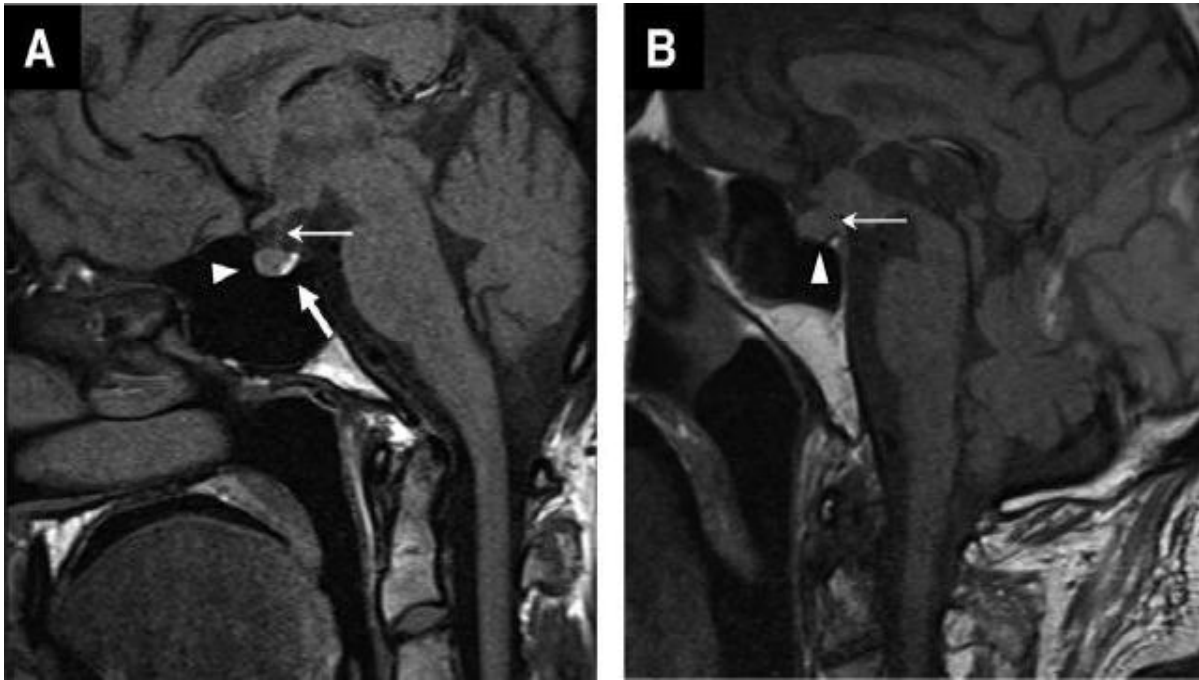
IRM de la région hypophysaire en coupe sagittale T1
